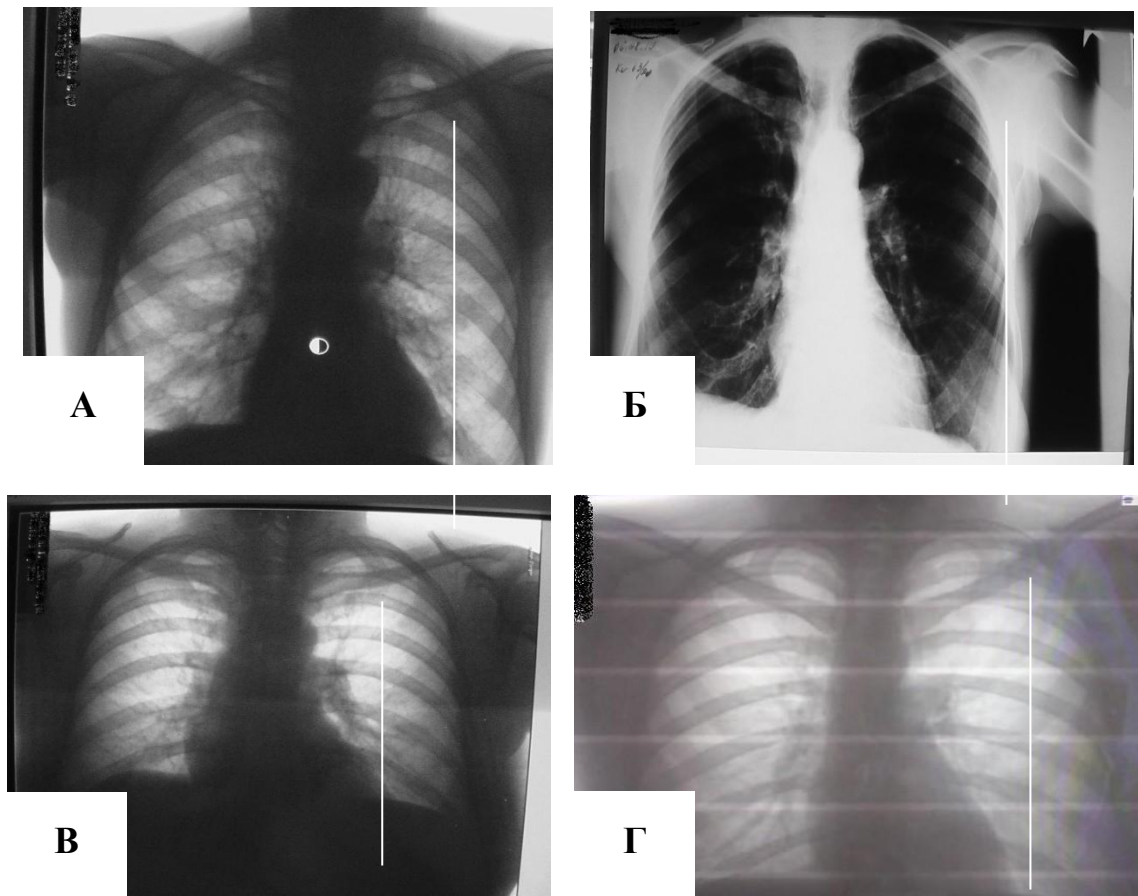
Рентгенограми: А. Хворий К. 67 р., (ЕхоКГ – гіпертрофія лівого шлуночка); Б. Хвора Л 64 р.; (ЕхоКГ – гіпертрофія лівого шлуночку); В. Хвора М. 48 р., (ЕхоКГ – незначна гіпертрофія лівого шлуночка); Г. Хвора М. 37 р., (ЕхоКГ – розміри камер серця і скоротлива ф-я в нормі).
